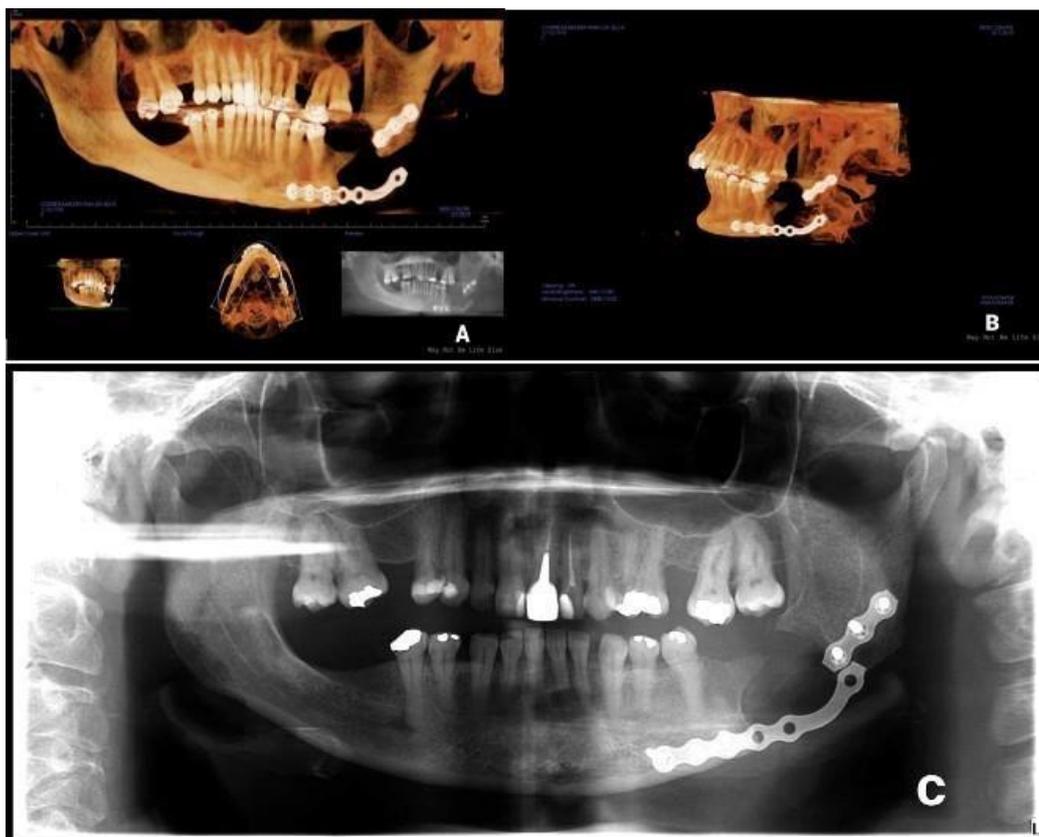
Tomografia Computadorizada. A. Visão panorâmica e sagital referente a segunda fratura, indicada na altura do primeiro orifício do segmento proximal. B. Reconstrução 3D. C. Radiografia Panorâmica da fratura da segunda placa
